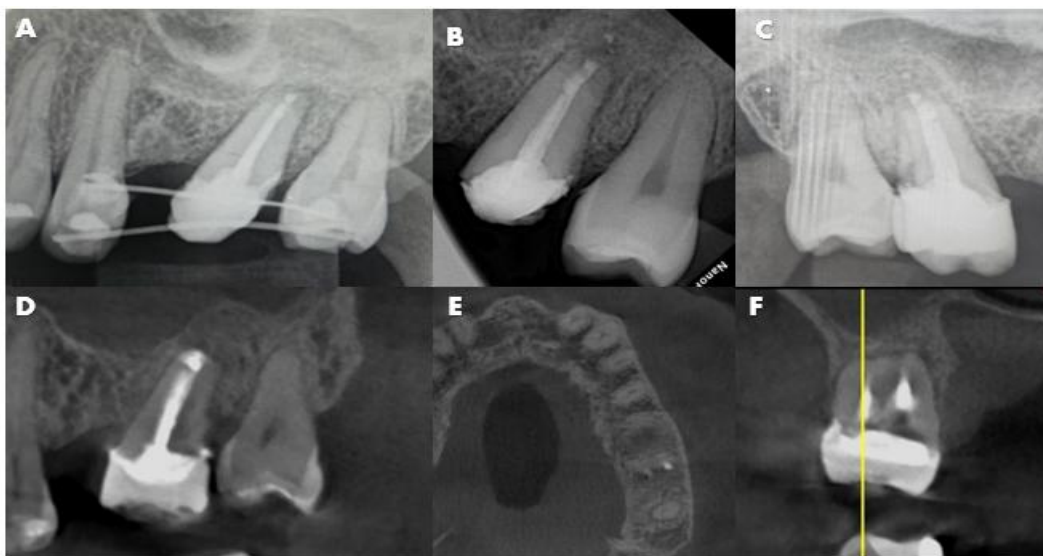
Control de seguimiento del RI de la pieza 2.7 postratamiento. A) Radiografía periapical a los 15 días postratamiento con ligera curación ósea y recuperación inicial del espacio del ligamento periodontal; B) Radiografía periapical a los 2 meses continúa la curación ósea hasta la formación de la cortical ósea; C) Radiografía periapical al tercer mes se observa la curación ósea casi completa y recuperación del espacio del ligamento periodontal; D) Corte sagital del CBCT a los 6 meses se visualiza la curación ósea y la cortical con relación al seno maxilar; E) Corte axial del CBCT y muestra la ausencia de la lesión; F) Corte coronal del CBCT muestra la pieza 2.7 un distanciamiento adecuado del piso del seno maxilar.
